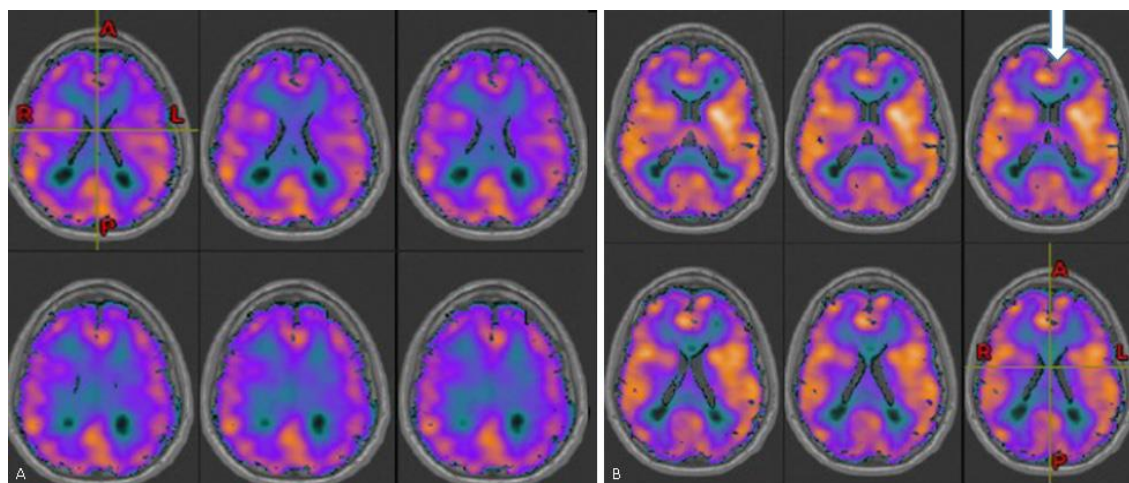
Resultado de la tomografía por emisión de fotón único corregistrado con resonancia magnética A) Interictal. B) Ictal, con hiperperfusión frontal izquierda y línea media anterior (ver flecha blanca).
